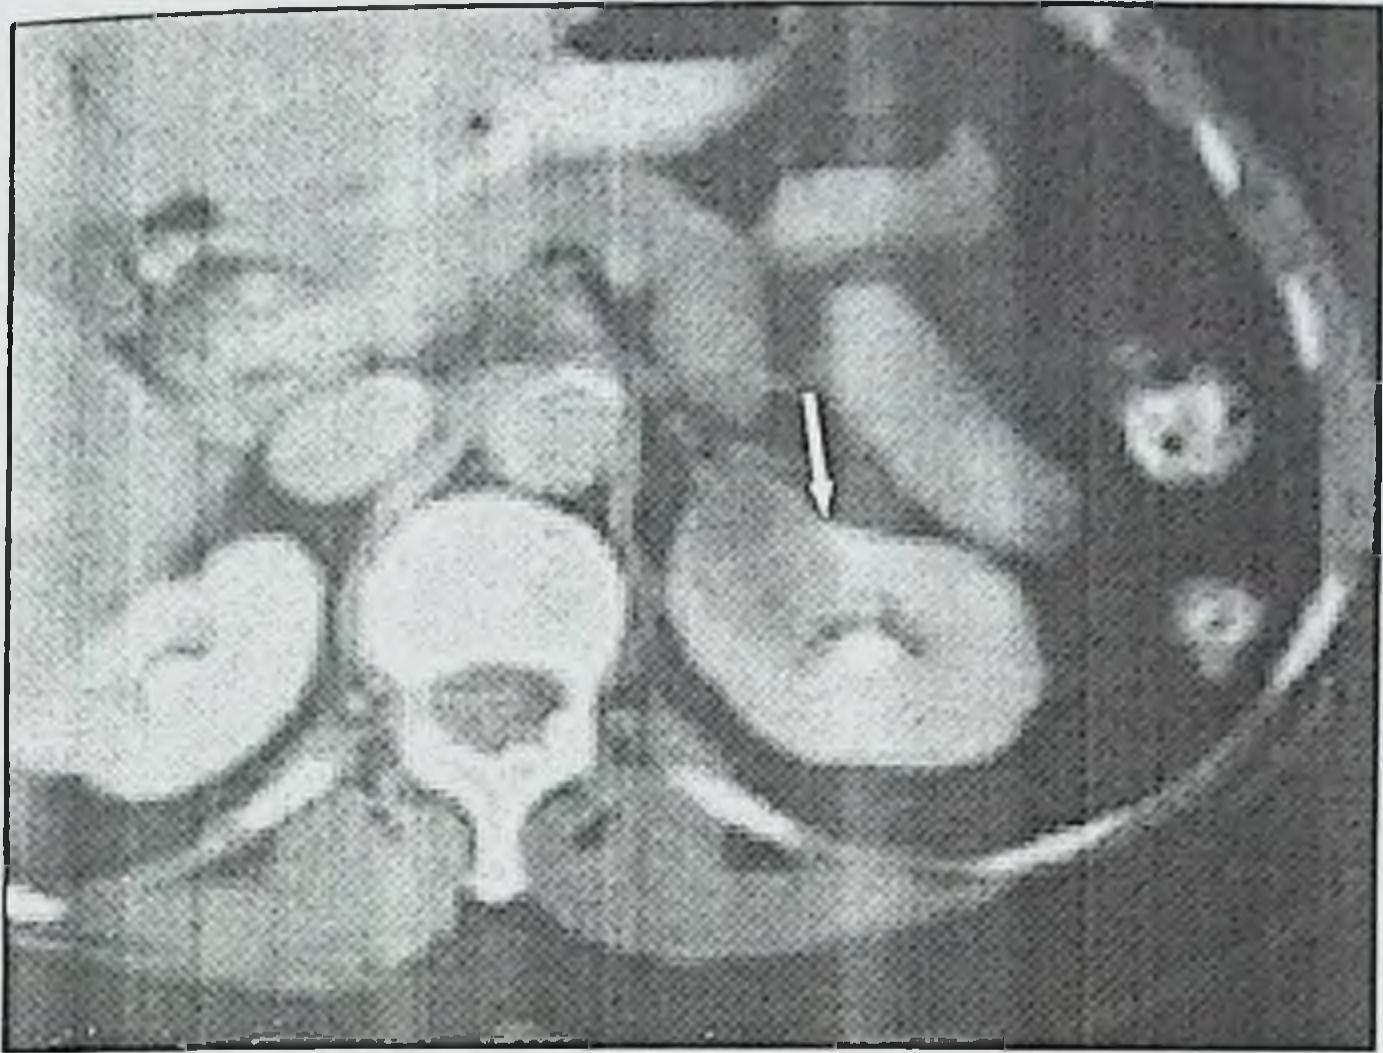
Компьютерно-томографическая картина рака почки
